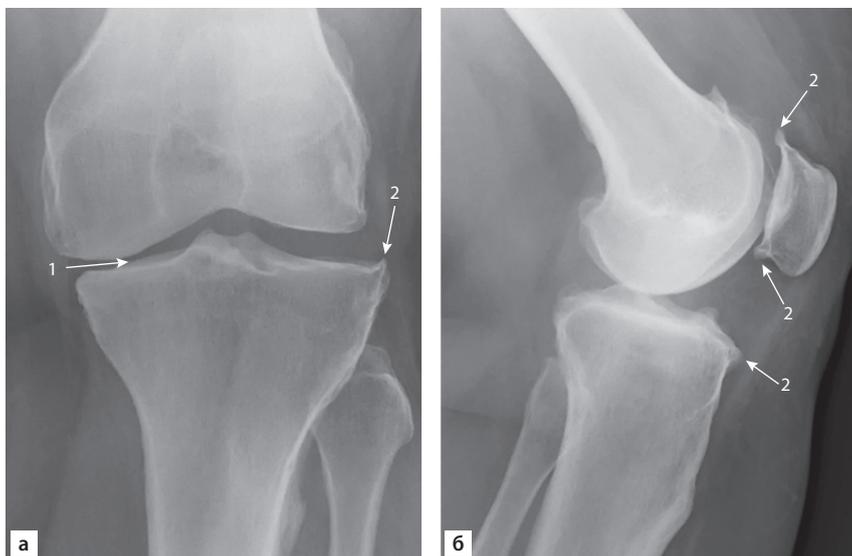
Рентгенограмма коленного сустава (прямая [а] и боковая [б] проекция). Сужение суставной щели, крупные остеофиты, III стадия по Kellgren–Lawrence.
